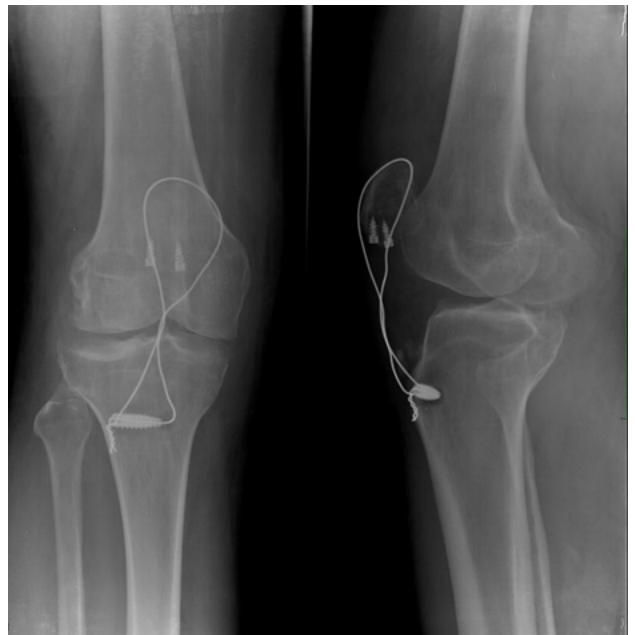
Radiografía de control en postquirúrgico inmediato.
